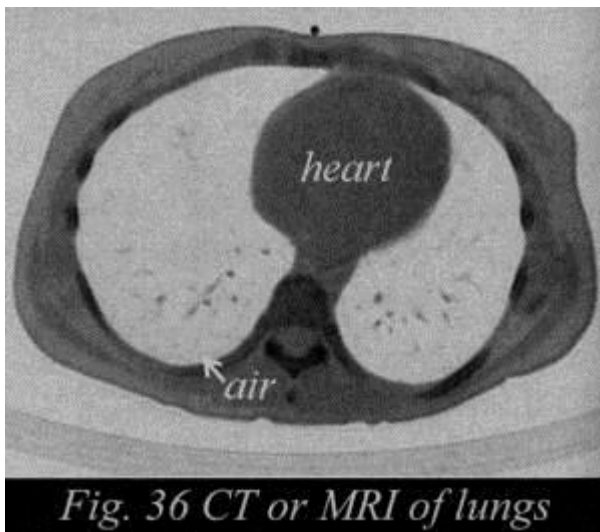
CT or MRI of lungs
